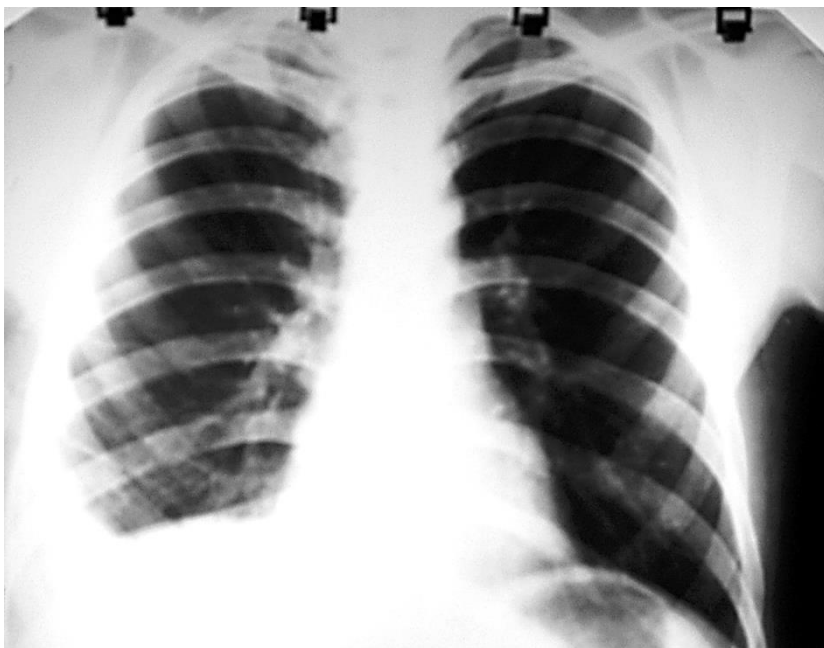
Оглядова пряма рентгенограма. Перший тип рентгеноморфологічного синдрому плеврального випоту
